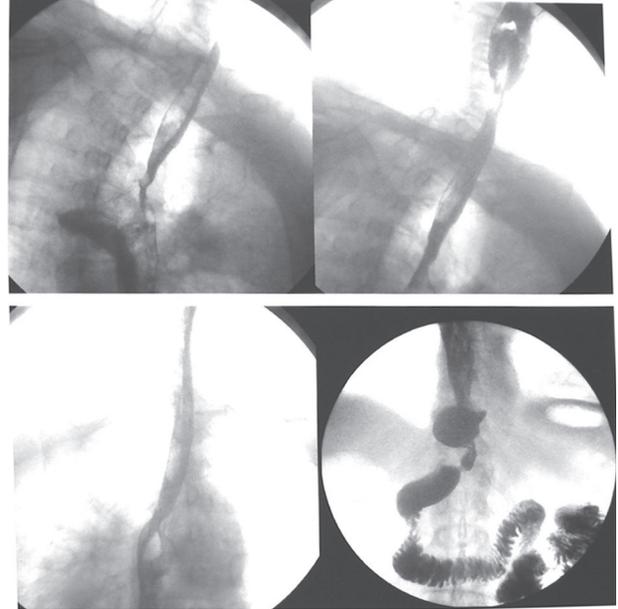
Рентгенограмма пищевода, ПЖА, искусственного пищевода из целого желудка и ДПК больного К-о А.Л., 79 лет от 20.05.2010 г. Описание в тексте.
